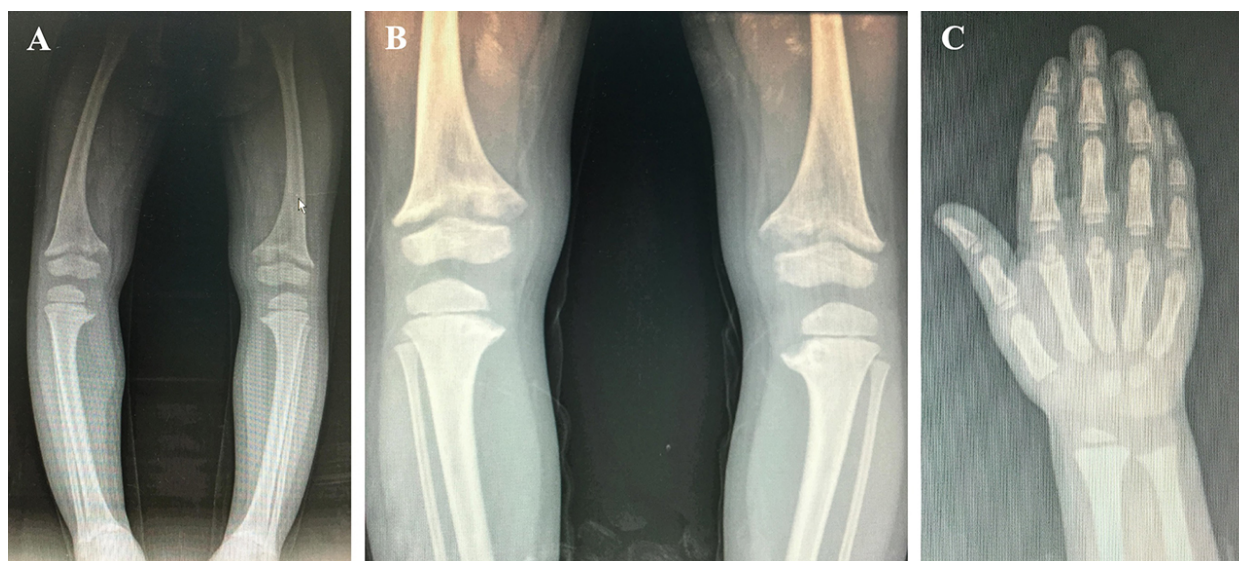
Características do raquitismo e osteomalácia na radiografia simples: A: genu varo; B: alargamento e irregularidade metafisárias em fêmures, tíbias e fíbulas; C: alargamento e irregularidade metafisárias em rádio e ulna (fonte: arquivo pessoal dos autores).
